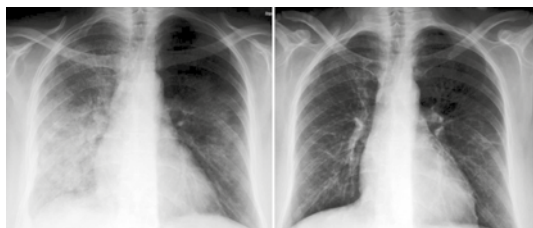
Polmonite bilaterale da legionella. Anni 47, di sesso femminile. Paziente affetta da artrite reumatoide da vari anni. Da 10 giorni febbre, tosse e dispnea. Al ricovero, ipossiemia arteriosa, aumento delle transaminasi; all'esame obiettivo riscontro di crepitii in regione medio-basale bilaterale. Quadro radiologico: diffuso, tenue, disomogeneo opacamento del polmone ds con prevalenti aspetti di impegno interstiziale. Antibiotico terapia: Ceftazidime, Claritromicina. A sn radiografia iniziale, a ds radiografia a distanza di 12 giorni dopo terapia.
